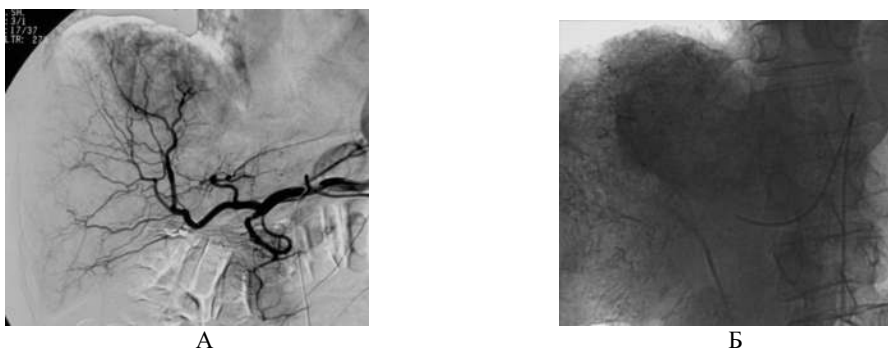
Ангиограммы пациента с метастазами медуллярного рака щитовидной железы в печень. А - селективная артериография печени. В центральных отделах органа визуализируется гипervasкулярное образование с неровными контурами, содержащее опухолевые сосуды. Б – при контрольной рентгенографии после МХЭПА определяется хорошее накопление масляного контрастного вещества в патологическом узле (стрелка).
